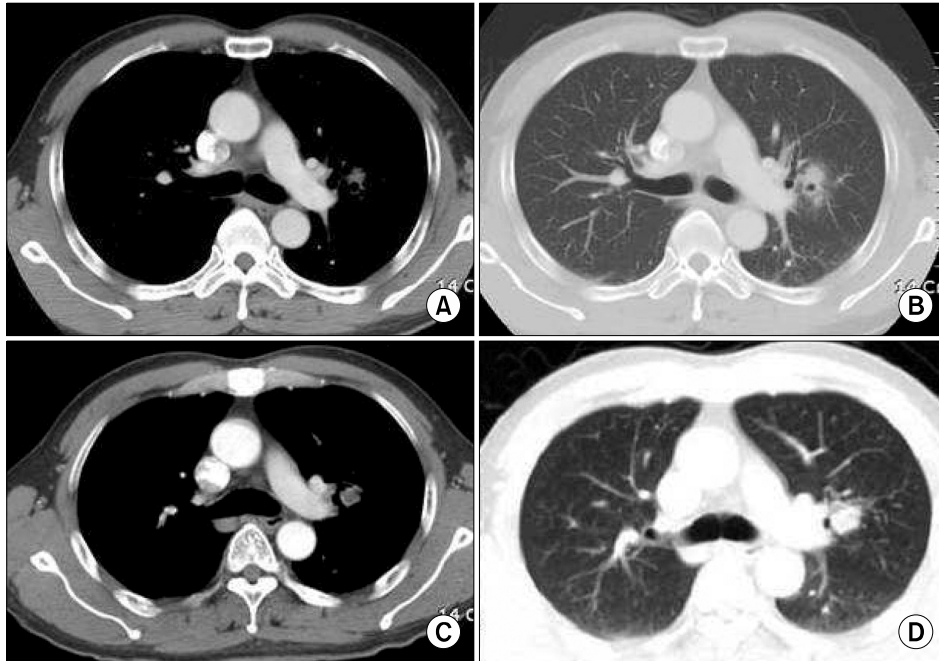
Chest computed tomography (CT) showed ill-defined nodular consolidation at apicoposterior segment of left upper lobe (A, B). The size of this spiculate lesion enlarged with increase of solid component, 2 months later (C, D).
